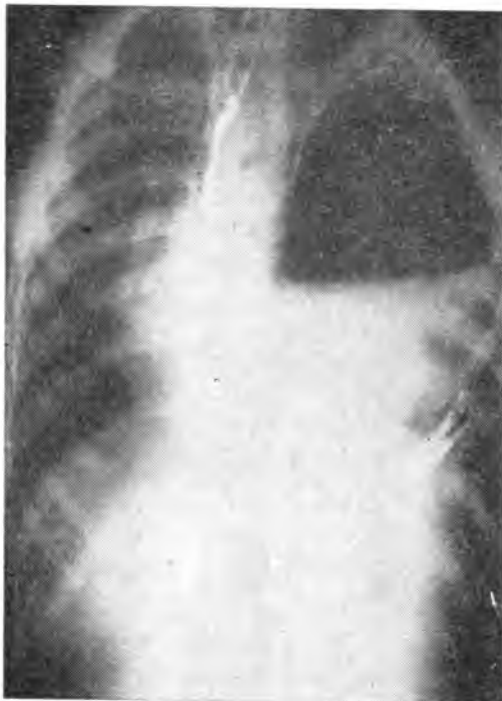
Истинная диафрагмальная грыжа. Желудок перемещен в грудную полость. Рентгенограмма с бариевой взвесью.
